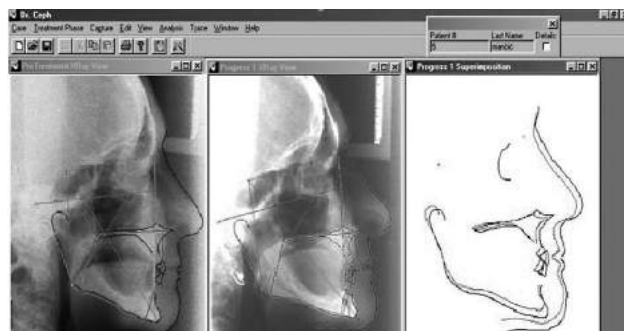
Comparative analysis of cephalometric radiographs of the edentulous patient after therapy and six years later
